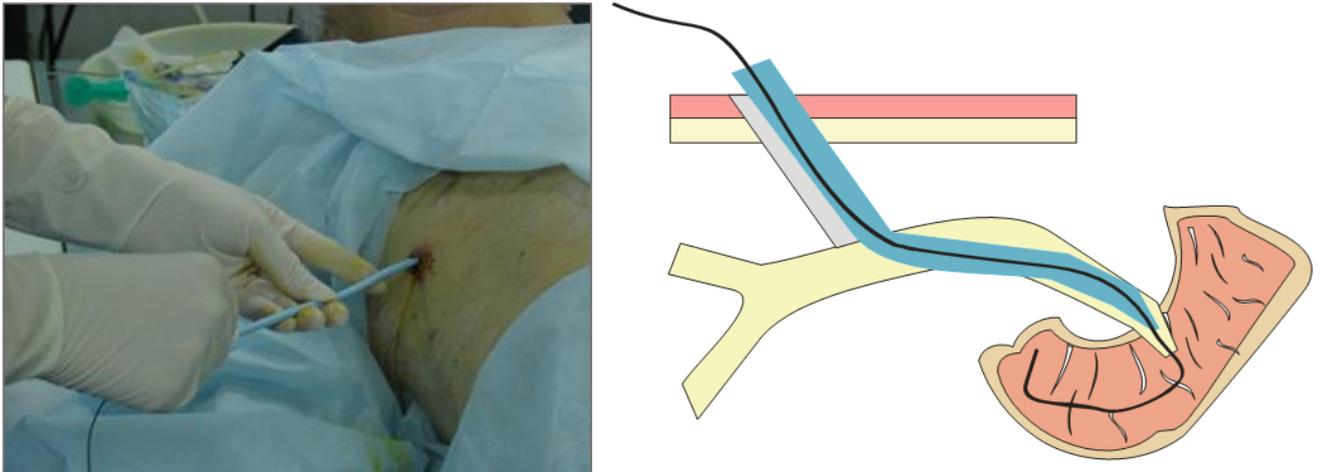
Дилатация свищевого хода по проводнику под контролем рентгеноскопии
